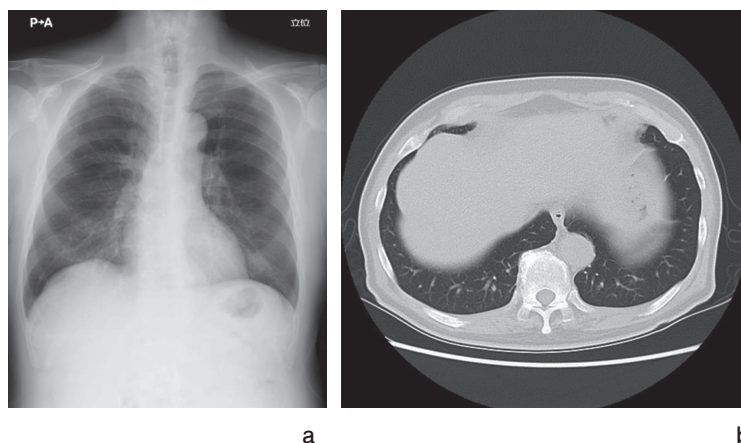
退院時a) 胸部X線像とb) 胸部CT画像
